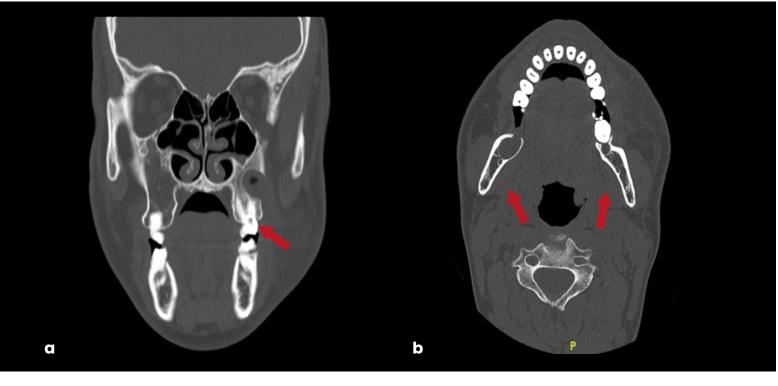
Tomografía computarizada tomada en el Servicio de Urgencias, evidenciando tres lesiones hipodensas señaladas con una flecha roja. (A) Lesión hipodensa de apariencia quística ubicada en zona maxilar izquierda que se encontraba sobreinfectada, correspondería a la recidiva de lesión tratada en 2021. (B) Lesiones hipodensas de apariencia quística ubicadas en ambos ángulos mandibulares, lesiones que no se encontraban el 2021.
